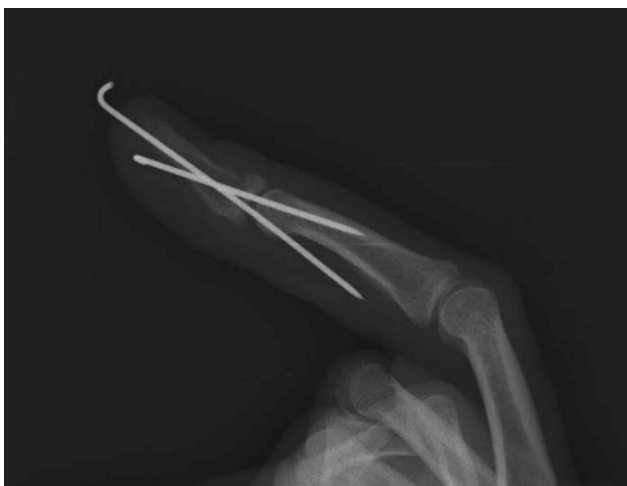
Рентгенограмма пациента З., после остеосинтеза отломков и выполнения «временного артродеза» дистального межфалангового сустава второй спицей (профильная проекция)
